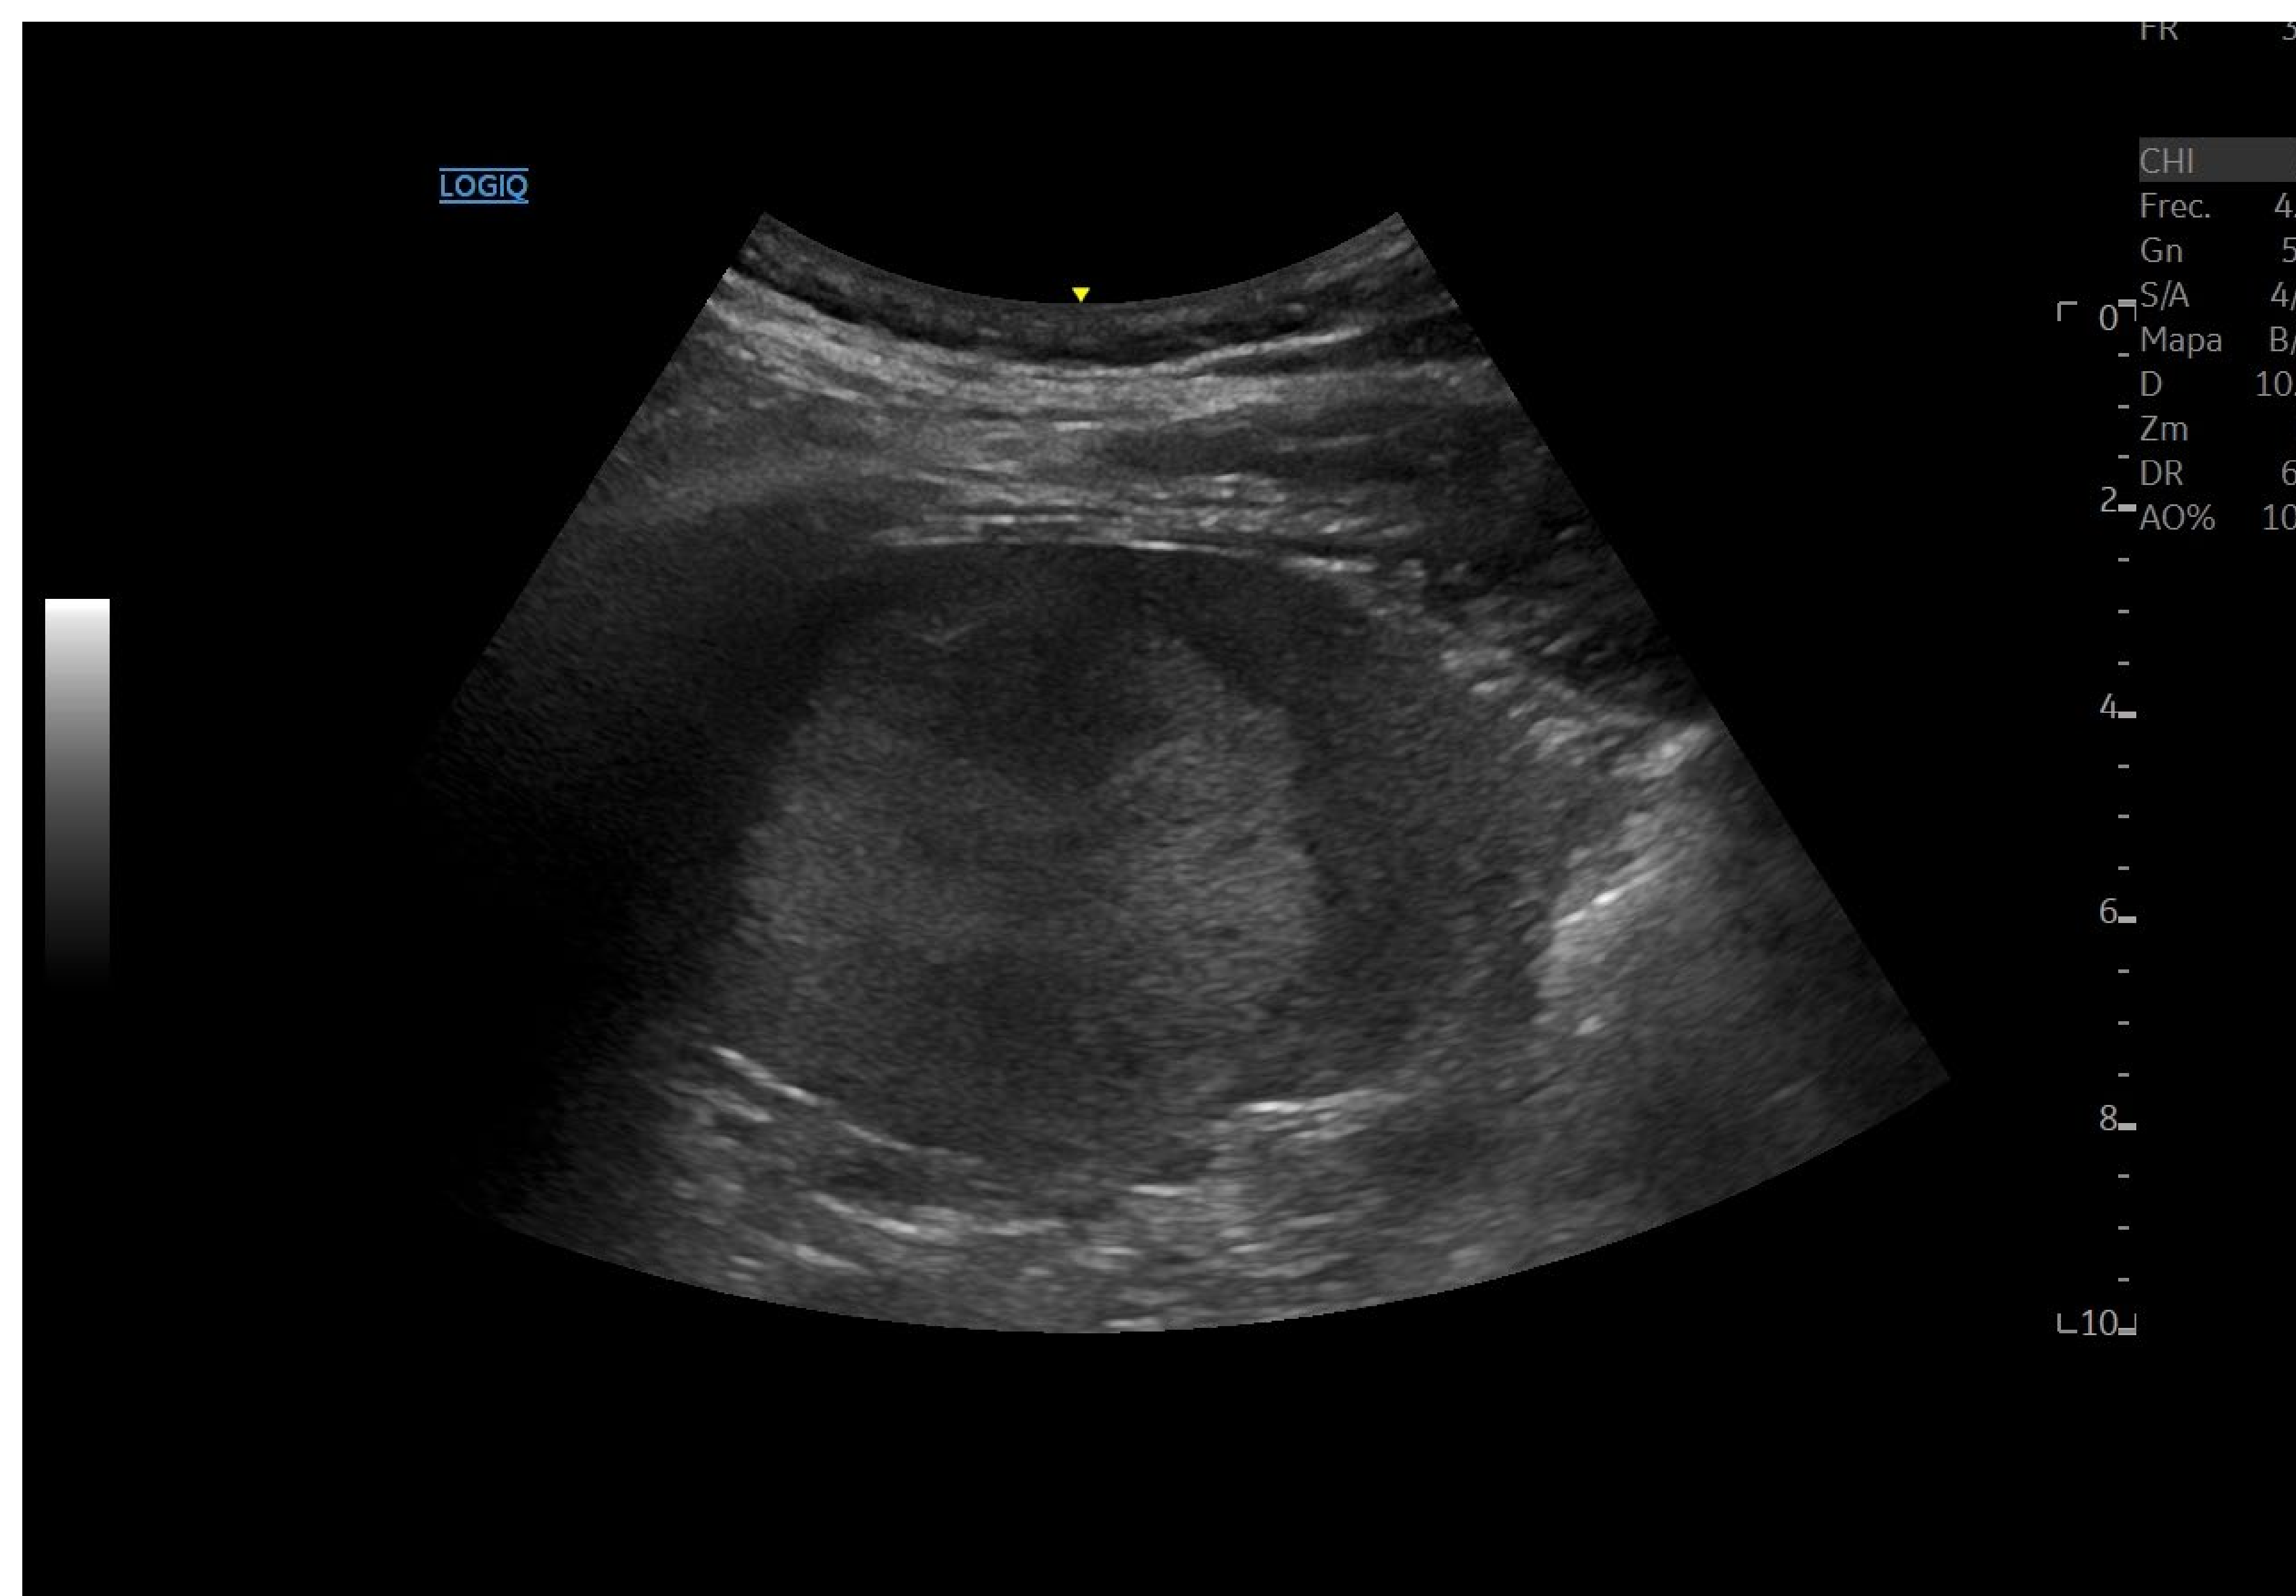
Ecografía en modo B de lesión esplénica descrita.
